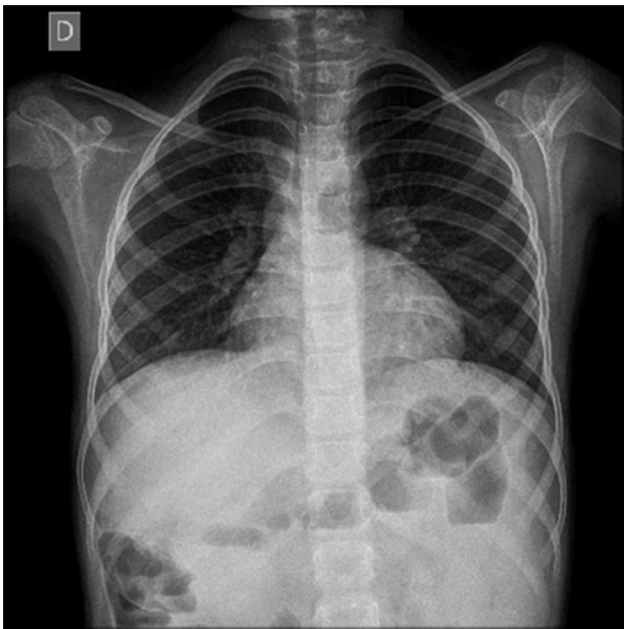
Radiografía de tórax anteroposterior en la que se observa reforzamiento parahiliar.
